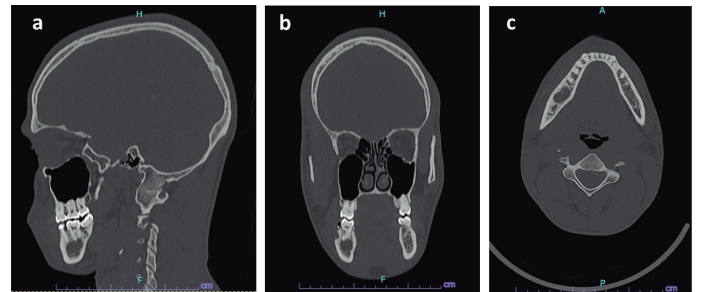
lesiones hipodensas aisladas una de la otra; TC cuerpo mandibular derecho (a) Corte Sagital, (b) Corte Coronal, (c) Corte Axial.
